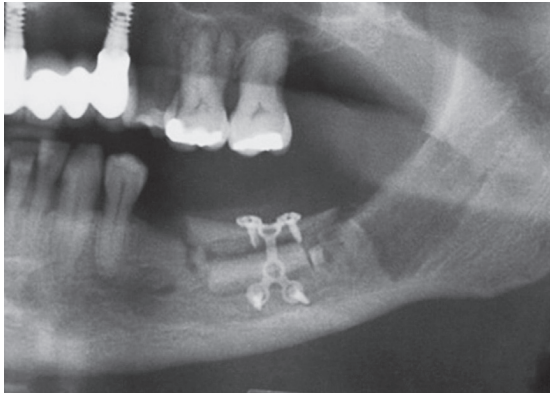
Radiografia panorâmica imediata, evidenciando a reconstrução realizada.
